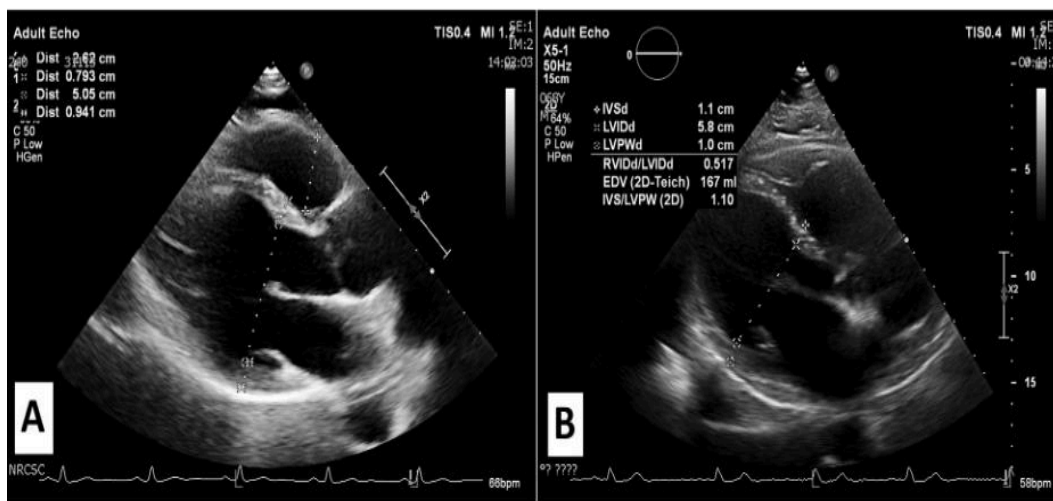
Rappresentazione di un'ecocardiografia 2D (20)
